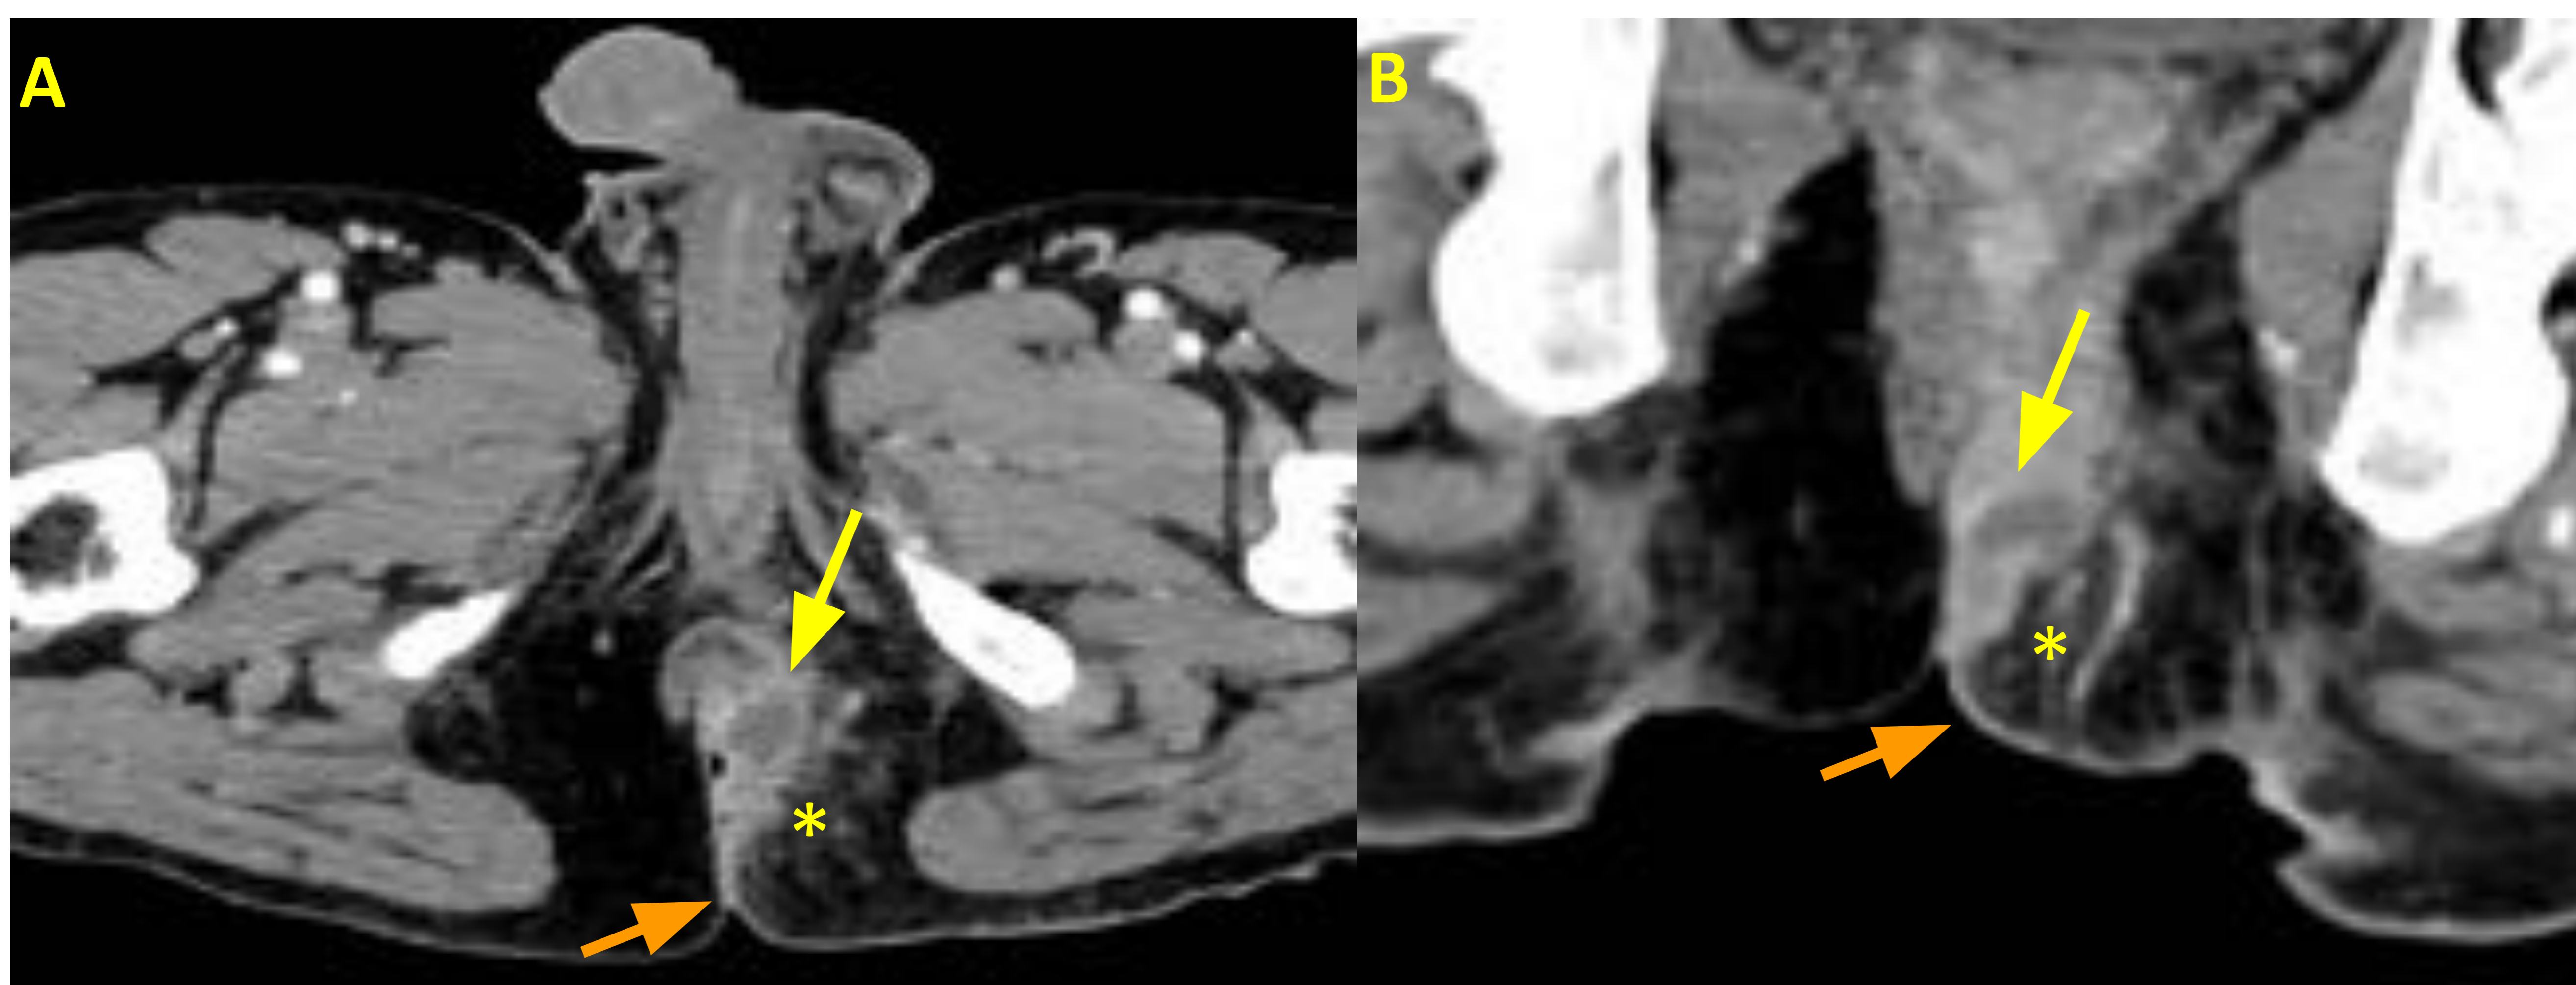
Absceso perianal superficial. TC abdominopélvico con cortes axial (A) y coronal (B). Colección líquida de paredes engrosadas y realzantes, localizada entre las 3 y las 6 horarias del espacio perianal (flecha amarilla) con afectación del pliegue interglúteo izquierdo. Asocia cambios inflamatorios adyacentes en forma de engrosamiento cutáneo del pliegue interglúteo izquierdo (flecha naranja) y reticulación de la grasa adyacente (asterisco amarillo).
